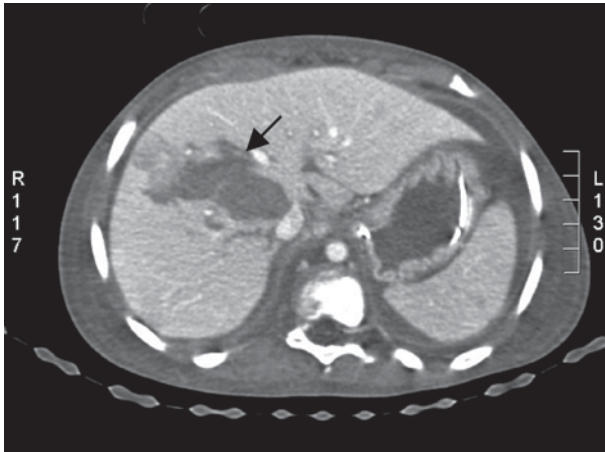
TC toracoabdominal al ingreso. Se aprecia sección hepática (flecha) con hilio intacto (afectación segmentos V, VII y VIII).
